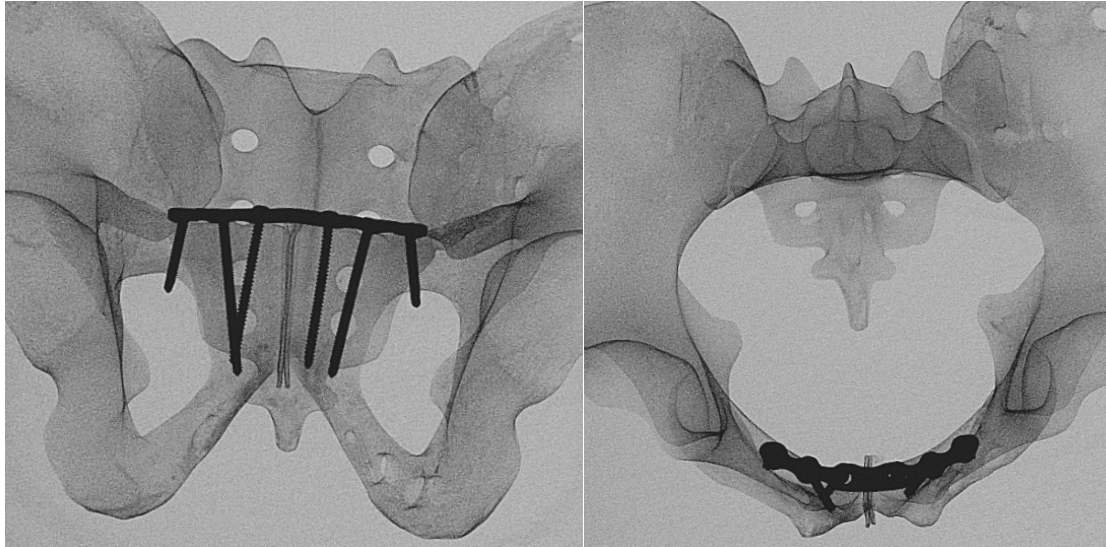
Röntgenkontrolle der Plattenosteosynthese in zwei Ebenen
